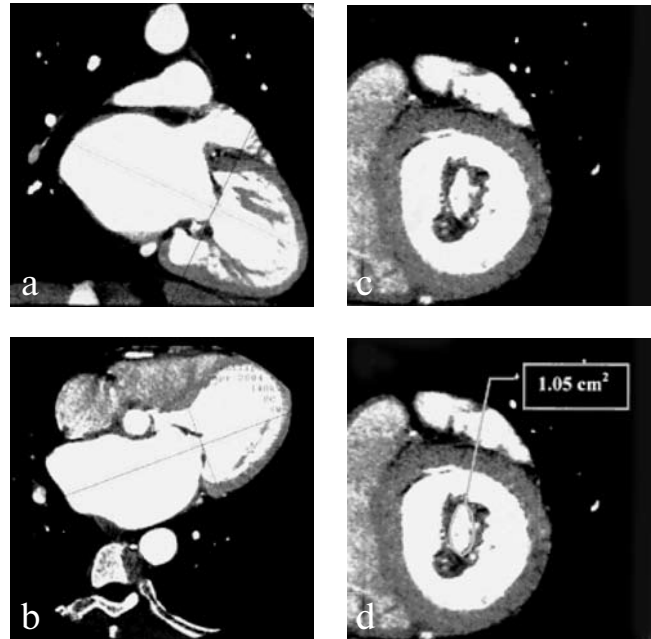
МСКТ с контрастированием (белый и черный цвета реверсированы для сходства с ЭхоКГ). После адекватной ориентации по длинной оси в двухкамерную позицию (а), в четырехкамерную (б), срез через митральный клапан (с), измерение площади раскрытия митрального клапана (д).
